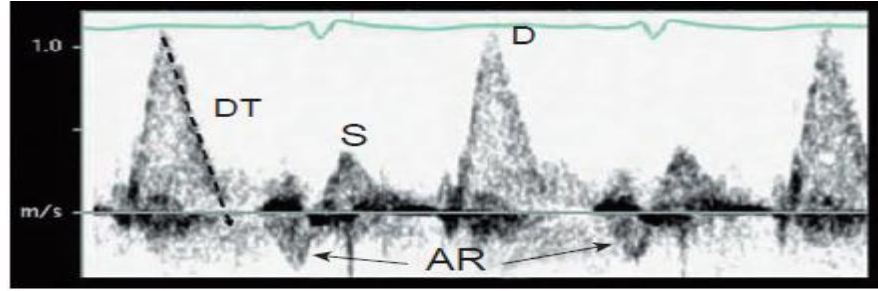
Pulmonary venous inflow Doppler in a child with abnormal ventricular compliance. Note the increased diastolic (D) velocities compared with the systolic (S) velocities, with rapid deceleration of the diastolic wave in mid-diastole (DT), reflecting the rapid increase in left ventricular pressure during early filling with a resultant increase in diastolic left atrial pressure and abrupt cessation of pulmonary venous emptying. Atrial reversal of flow with atrial contraction is seen (AR), reflecting the marked increase in end-diastolic left ventricular pressure as an additional sign of poor compliance. Systolic venous inflow is blunted because of the chronic left atrial hypertension and distension.
